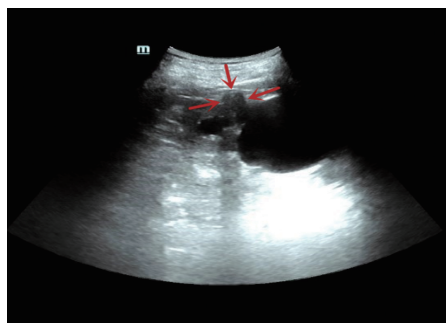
常规超声示左肾中部见一边界清晰的低至无回声,凸出于肾表面(箭头示)
